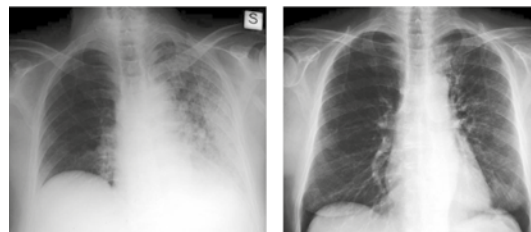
Polmonite massiva del polmone sn da legionella in soggetto di sesso femminile e di anni 83. Intercorrono 11 giorni tra la prima e la seconda radiografia in cui è evidente un netto miglioramento.
